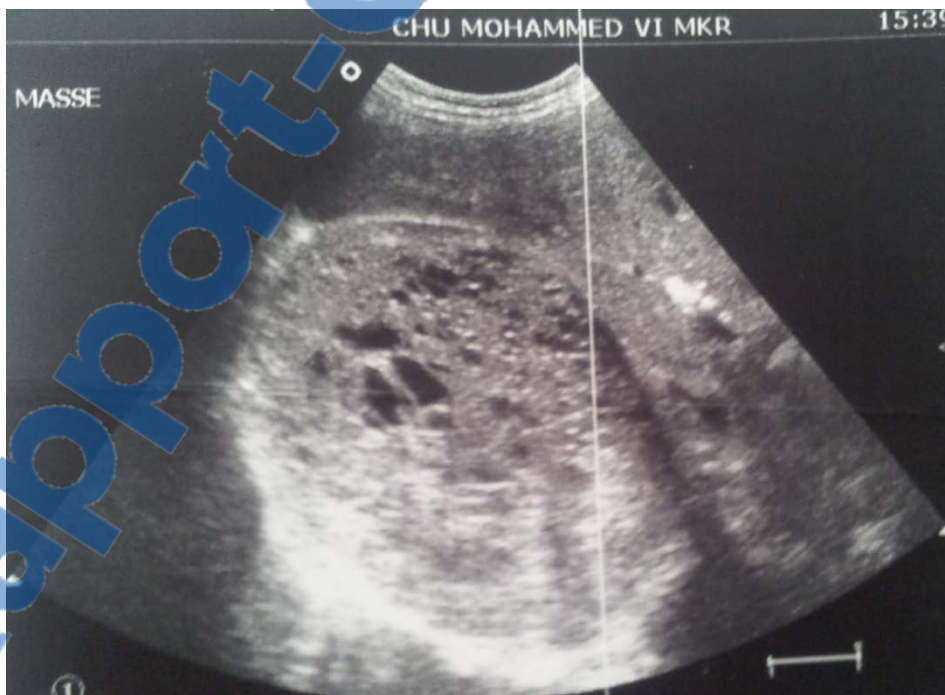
image échographique montrant une volumineuse formation rénale polaire supérieure de 9x13cm bien limitée contenant plusieurs formations kystiques de taille variable.
